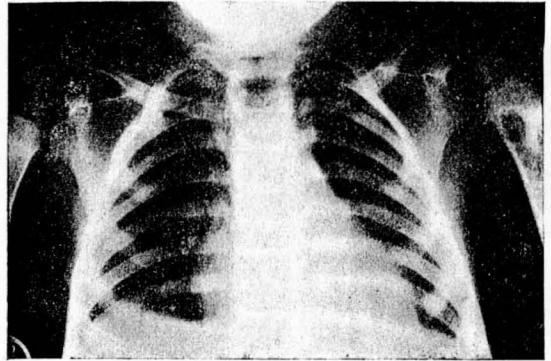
Radiografía de tórax realizada 4 meses y medio después de su ingreso, en la que aparece una nueva localización en 2.ª costilla del hemitórax derecho. Puede observarse la mejoría aparecida en la lesión del húmero izquierdo, en la que, aprovechando la biopsia practicada, se realizó extirpación del foco.
